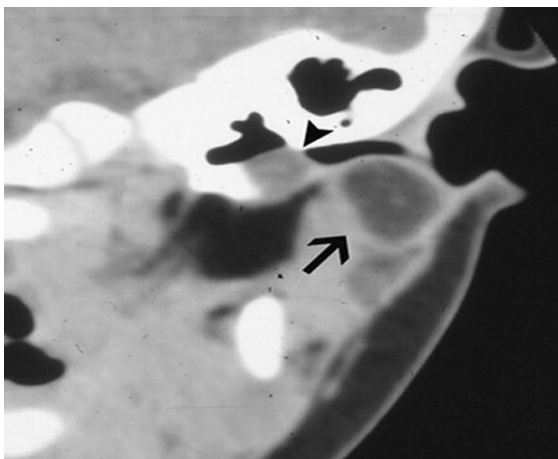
TDM en coupe coronale d'un kyste de la 1^{ère} fente de type II intra-parotidien (flèche) connecté via un plus petit kyste à la jonction ostéo-cartilagineuse du CAE (pointe de flèche noire au-dessus) (Khanna G. Radiographics 2006;26: 157-71)
